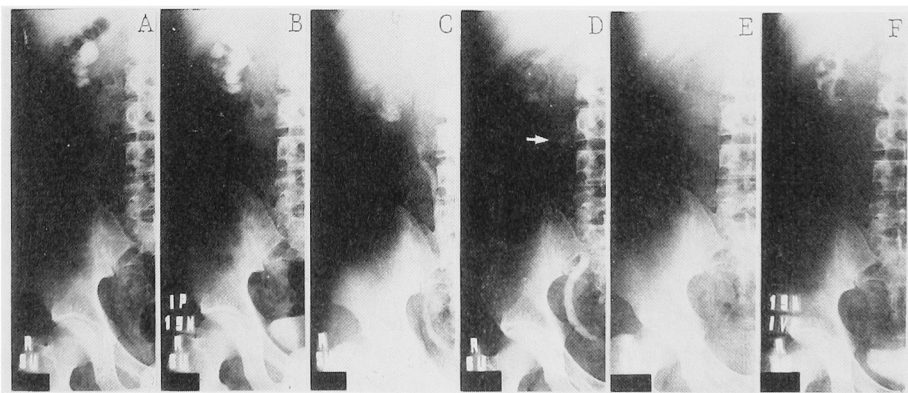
An example of an incomplete staghorn calculi treated by EML. (A) plain film (KUB) before treatment. (B) Excretory urogram (IVP) before treatment. (C) Three days after EML (one session of 300 microexplosions). Stone street formations markedly. (D) Two weeks after EML. Arrow point to stone disintegration was judged to be unsatisfactory. Then, an additional session (201 microexplosions) was performed on this stone. (E) Plain film, one month after initial EML. (F) Excretory urogram, one month after initial EML.
